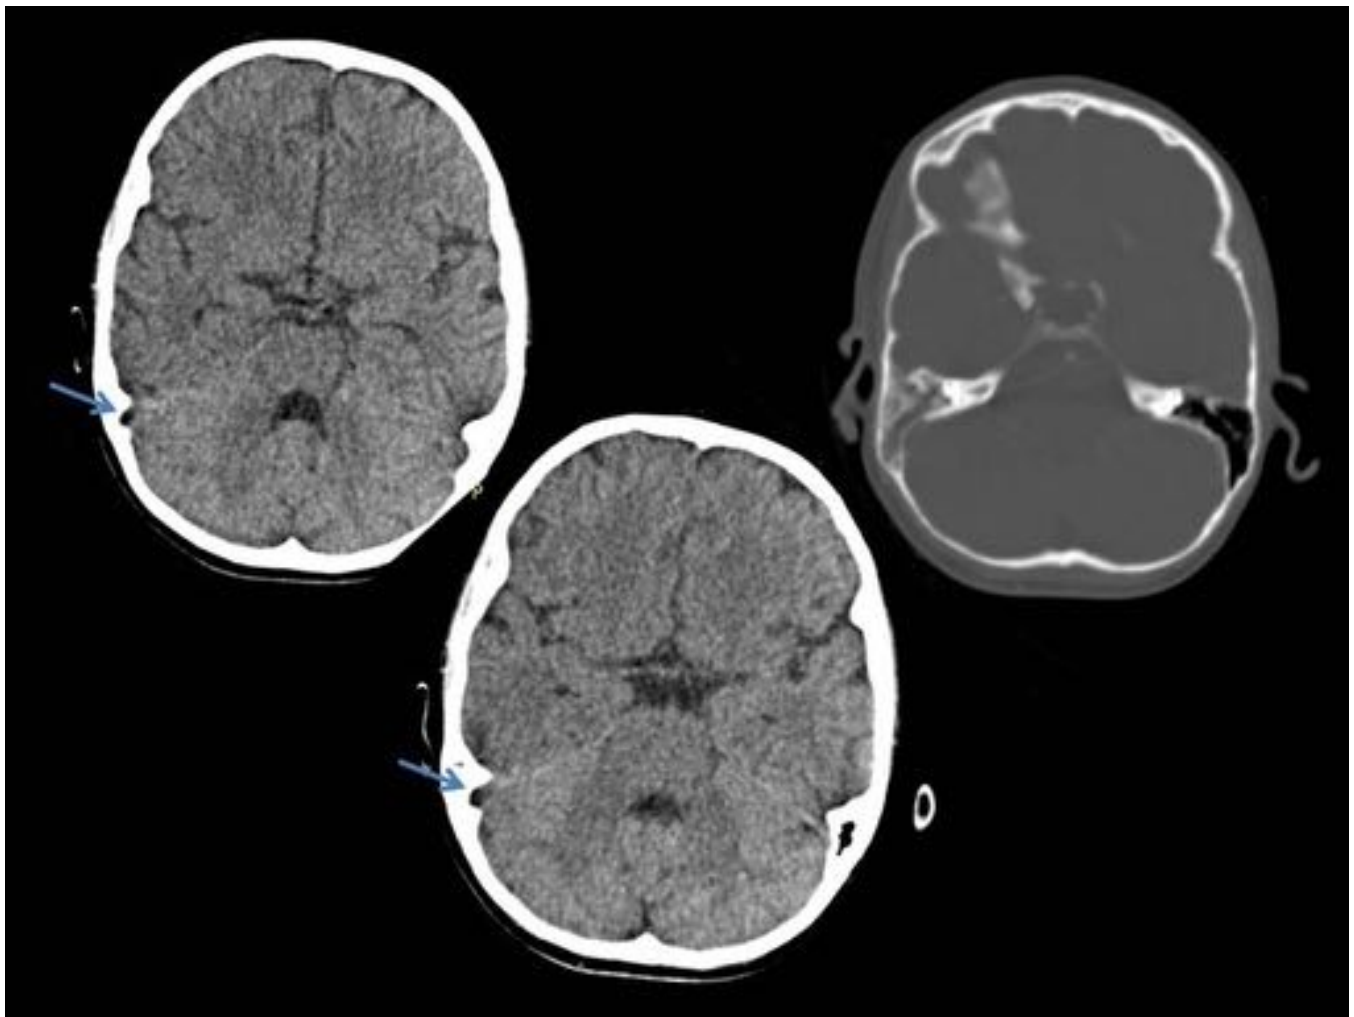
Niña de 9 años de edad que acude por cefalea, otalgia, y fiebre, siendo diagnosticada de otitis externa derecha. Se realiza TC de cráneo sin CIV donde no se describe un defecto de repleción en seno venoso sigmoideo derecho (flechas) y ocupación de celdillas mastoideas.
